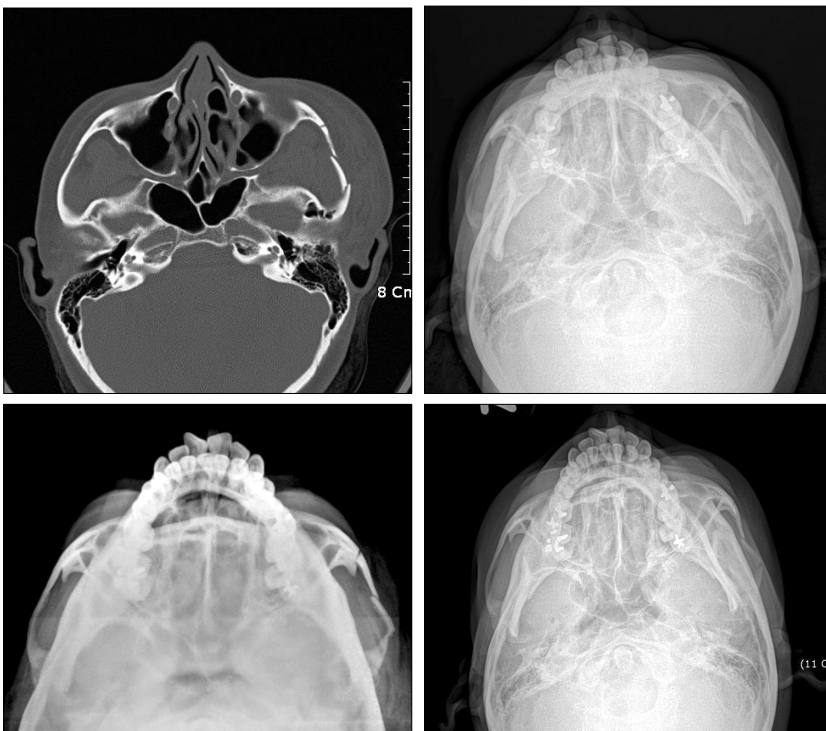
A patient with left zygoma arch fracture. The fracture site was reduced by Gillies' approach at other hospital. But, the reduced zygoma arch was collapsed. So, the collapsed zygoma arch was re-reduced and fixed with the Aqua splint[®]. (Above, left) Preoperative computerized tomographic view. (Above, right) Postoperative 14 days view. The collapse of reduced zygoma arch was shown. (Below, left) Immediate postoperative view of reoperation. The collapsed zygoma arch was re-reduced & fixed with Aqua splint[®]. (Below, right) Postoperative 14 days view. The minimal collapse of the left zygoma arch was shown. But, there were no specific complications such as, asymmetrical facial contour or mouth opening difficulty.
